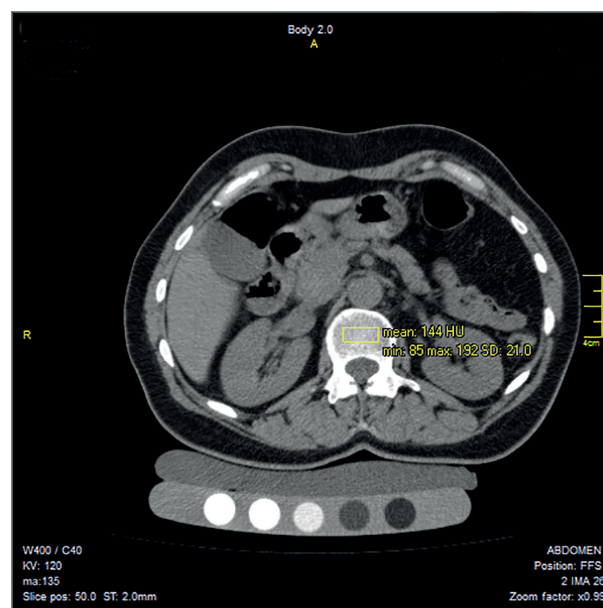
Аксіальний зріз КТ пацієнтки В. з денситометричними показниками поперекового відділу хребта.
